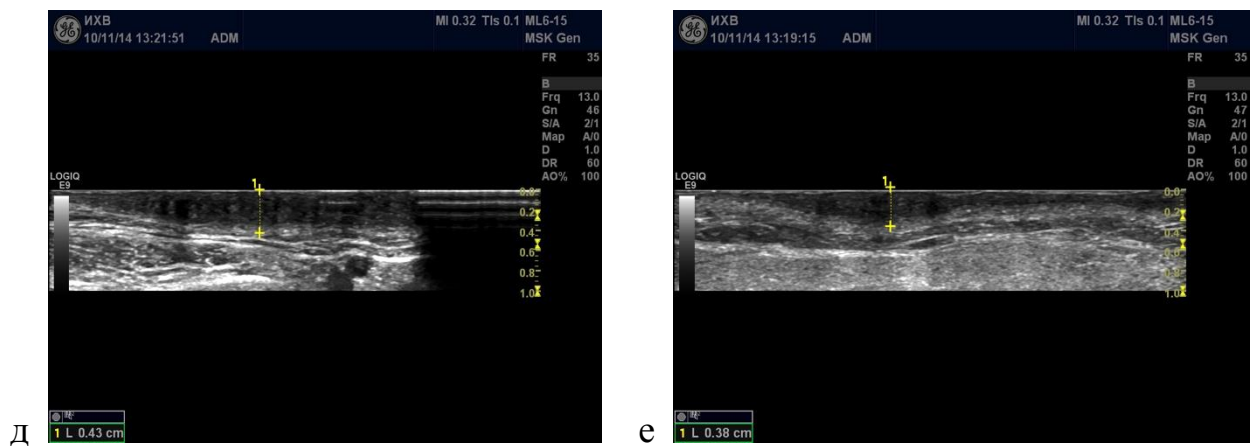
продолжение. УЗИ рубца спустя 1 месяц после снятия швов. Максимальная толщина рубцовой ткани составляла слева - 3,8 мм; справа - 4,3 мм (д,е).
